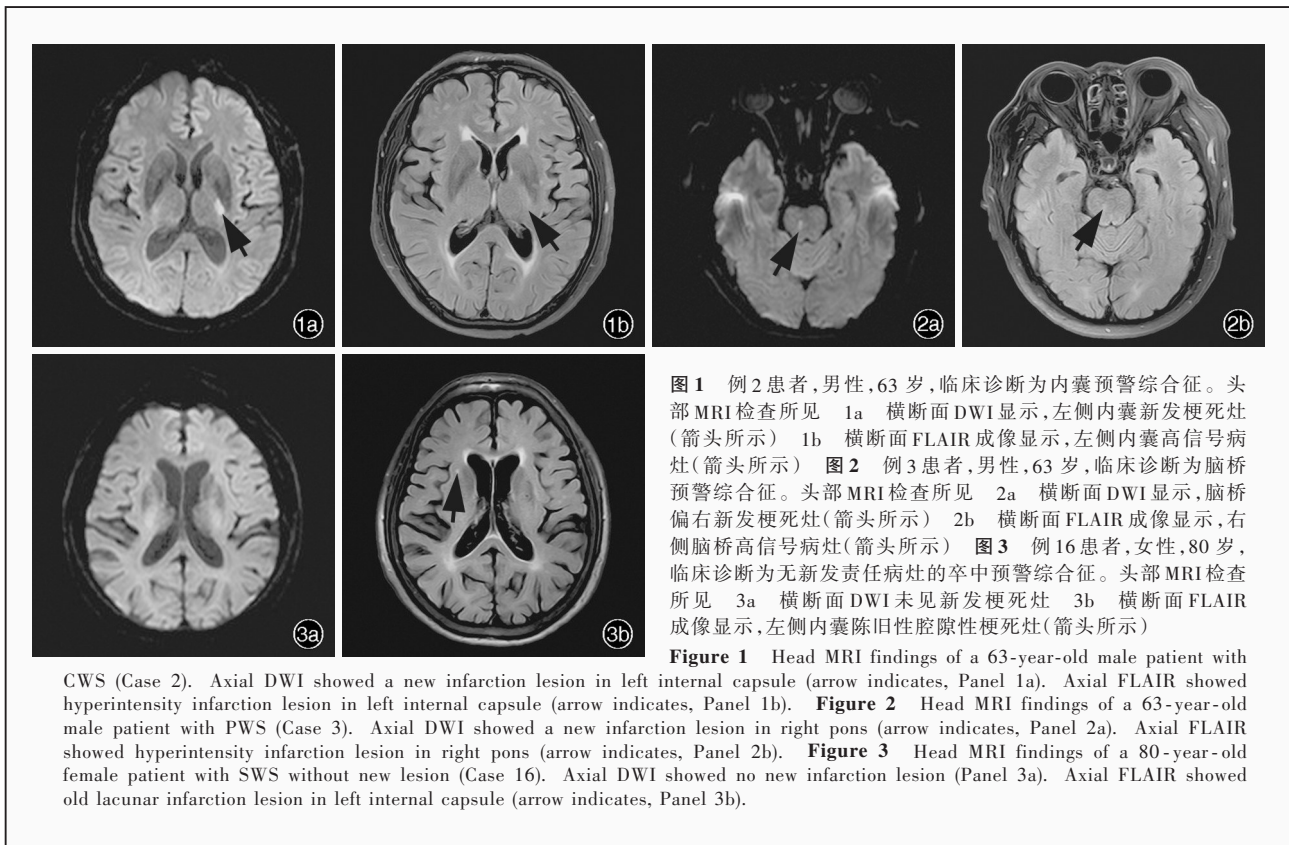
例2患者,男性,63岁,临床诊断为内囊预警综合征。头部MRI检查所见 1a 横断面DWI显示,左侧内囊新发梗死灶(箭头所示) 1b 横断面FLAIR成像显示,左侧内囊高信号病灶(箭头所示) 图2 例3患者,男性,63岁,临床诊断为脑桥预警综合征。头部MRI检查所见 2a 横断面DWI显示,脑桥偏右新发梗死灶(箭头所示) 2b 横断面FLAIR成像显示,右侧脑桥高信号病灶(箭头所示) 图3 例16患者,女性,80岁,临床诊断为无新发责任病灶的卒中预警综合征。头部MRI检查所见 3a 横断面DWI未见新发梗死灶 3b 横断面FLAIR成像显示,左侧内囊陈旧性腔隙性梗死灶(箭头所示)
